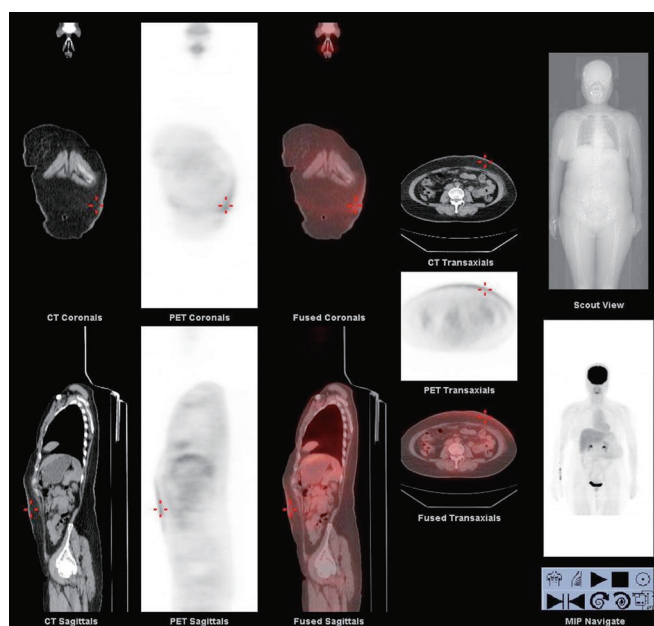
FDG uptake on the surface of the left upper abdomen in sagittal, coronal, and transaxial view.
